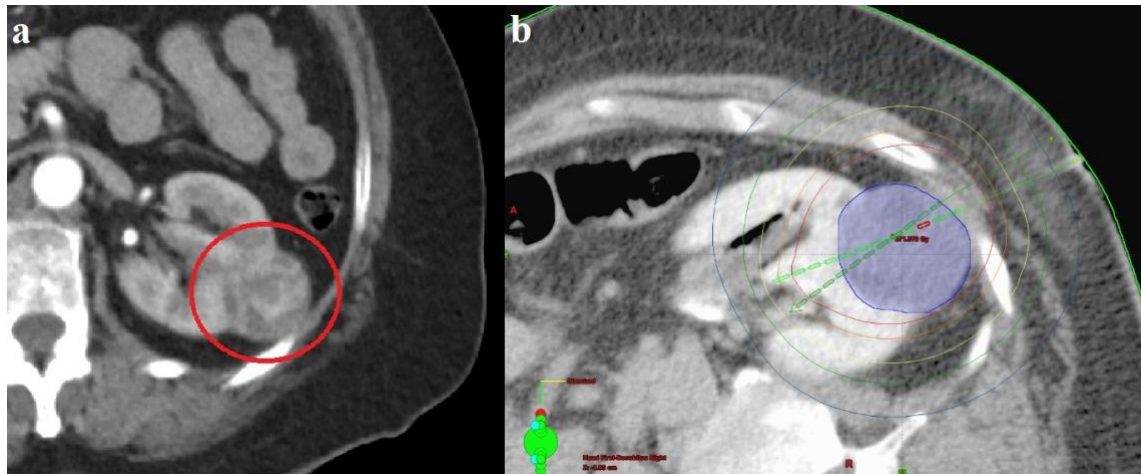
a) Diagnostische CT in arterieller Kontrastmittelfase und Nachweis eines exophytischen, mehrfach septierten und kontrastmittelaufnehmenden Tumors der linken Niere (roter Kreis). b) Aufnahme in Seitenlage direkt nach der CT-gezielten Intervention bzw. Katheteranlage. Bestrahlungsplanung mit Hilfe einer speziellen Planungssoftware, durchgeführt an der Klinik für Radiologie der Charité Berlin. Das klinische Zielvolumen (engl. *Clinical target volume*, CTV) ist in blau markiert, die grünen Linien zeigen die Projektion der eingebrachten Afterloadingkatheter. Die konzentrisch angeordneten Kreise visualisieren die Volumina der einzelnen Bestrahlungsdosen (Beispielsweise zeigt rot das Volumen, in dem eine Bestrahlungsdosis von 20 Gray appliziert wird)
